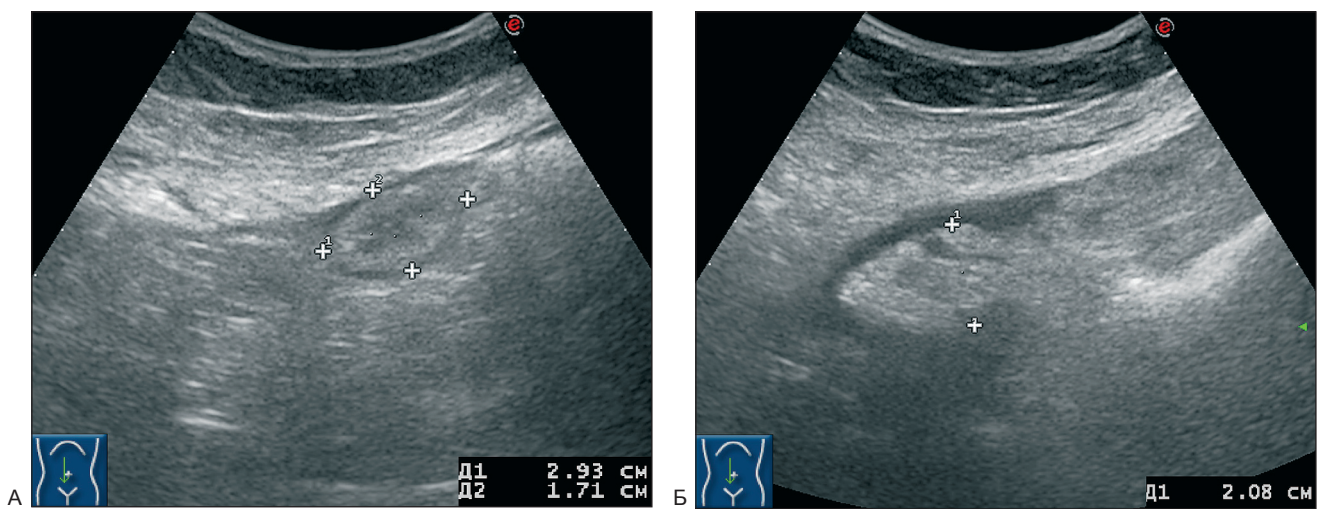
Сонограммы пациентки С., 56 лет. а) УЗИ брюшной полости по стандартной методике (положение пациентки лёжа), сагиттальная плоскость сканирования. В условиях отсутствия свободной жидкости определяется изоэхогенное образование овальной формы без признаков перистальтики. При форсированном брюшном типе дыхания отмечается её подвижность; б) УЗИ брюшной полости с применением дополнительного приёма (сканирование конвексным датчиком в положении пациентки стоя), сагиттальная плоскость сканирования. За счёт оттока небольшого количества свободной жидкости к передней брюшной стенке чётко дифференцируется утолщенный большой сальник с бугристыми контурами (эхо-признаки метастатического поражения)
